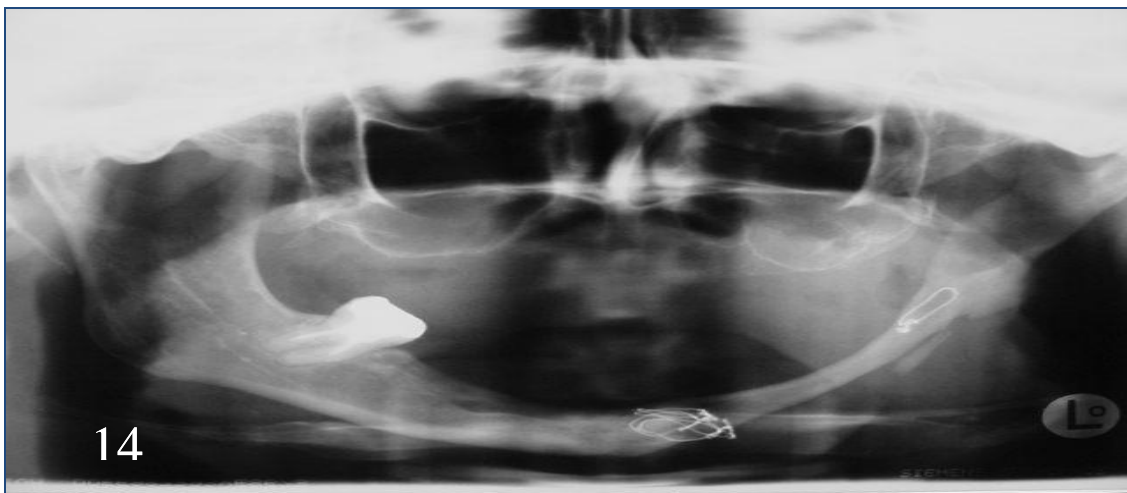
Radiografia panorâmica do pós-operatório da segunda intervenção cirúrgica, após a ressecção seccional, extração dos dentes e crioterapia. Notar a pouca altura e espessura do remanescente ósseo mandibular.
